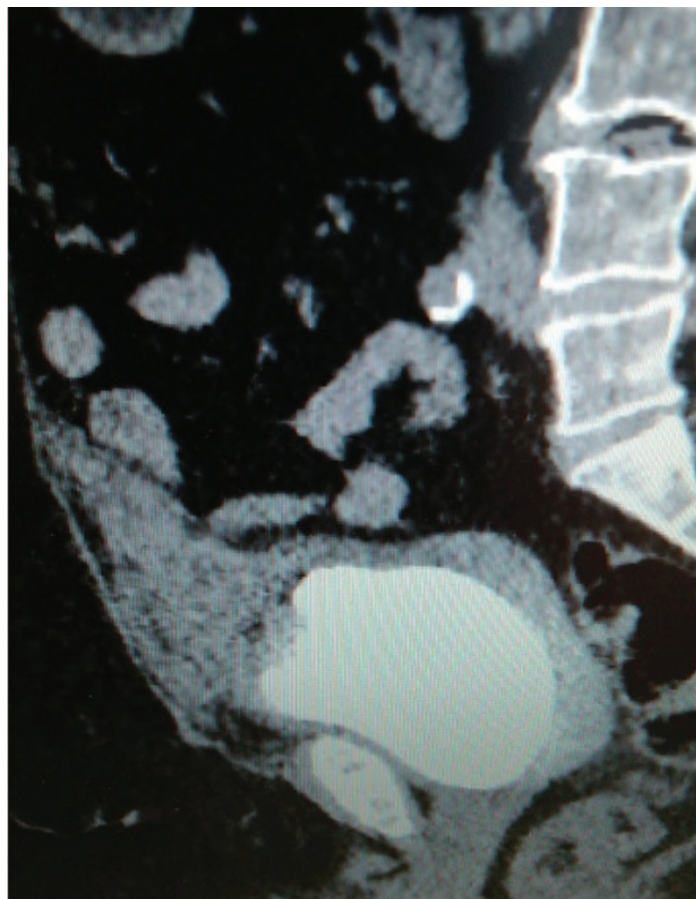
МСКТ мочевого пузыря больной С.
